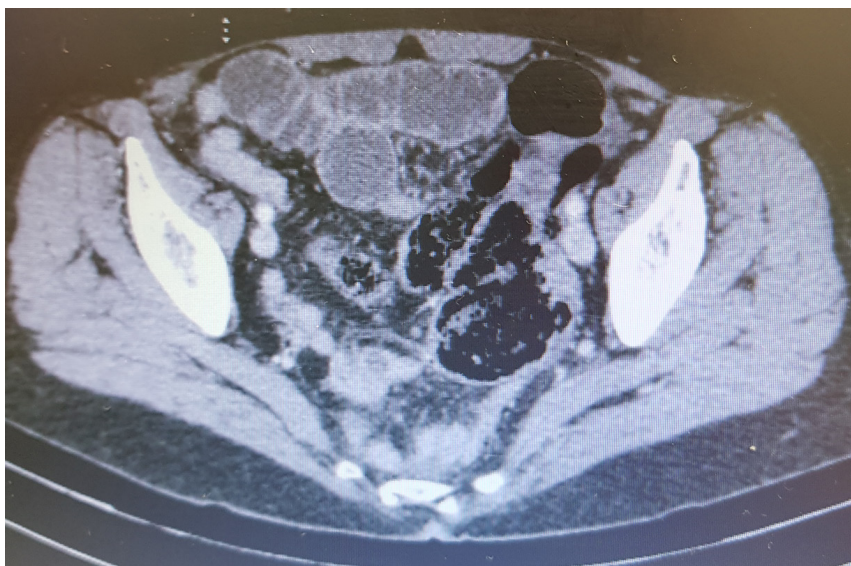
Tomografia de abdome com distensão delgado
